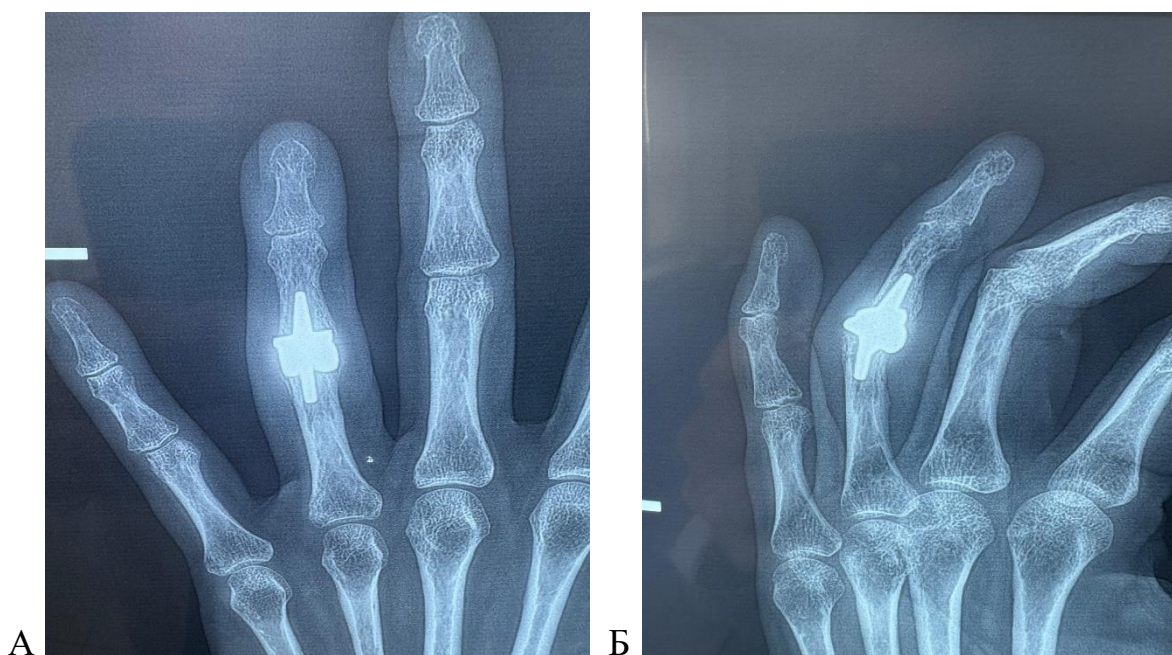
Рентгенологическое исследование левой кисти пациентки К., 51 год (основная группа) после эндопротезирования новым имплантом, спустя 6 месяцев в прямой (А) и боковой (Б) проекциях: компоненты эндопротеза стабильны, признаков миграции, периимплантарного остеолита, остеофитов не выявлено.
